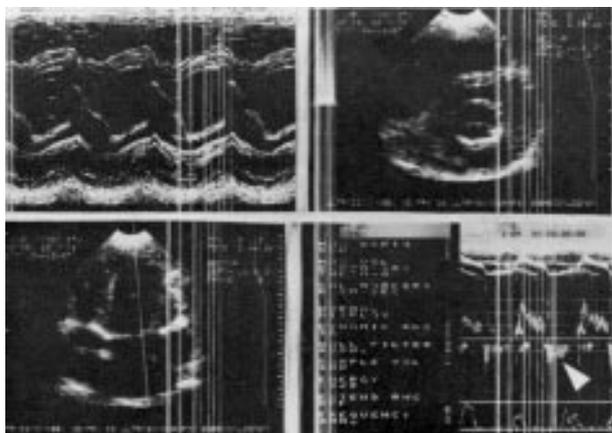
Ecocardiograma pós-operatório mostrando abertura satisfatória dos folhetos e o eco-doppler evidenciando regurgitação mitral discreta (seta).
